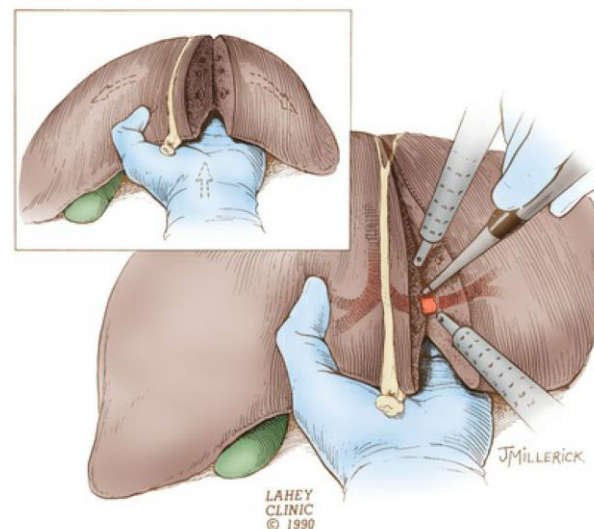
Use of the Cavitron ultrasonic surgical aspirator handpiece to dissect through the hepatic parenchyma.
